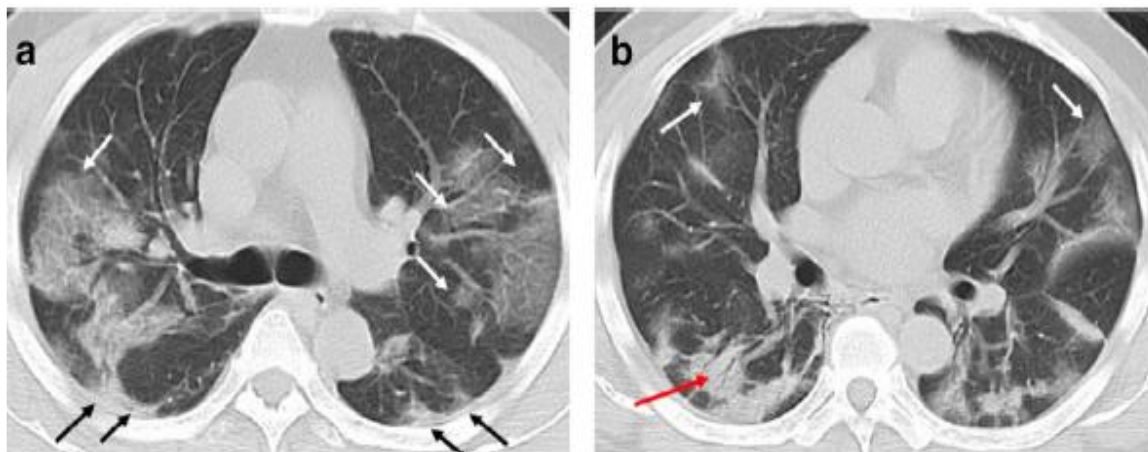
a, b TC de tórax sem contraste mostraram múltiplas opacidades em vidro despolido periféricas, multilobares e subsegmentares, com limites mal definidos (setas brancas), com espessamento da pleura adjacente (setas pretas). A TC também evidenciou consolidação no lobo inferior direito e broncograma aéreo na lesão (seta vermelha) (Xu *et al.*, 2020b).
